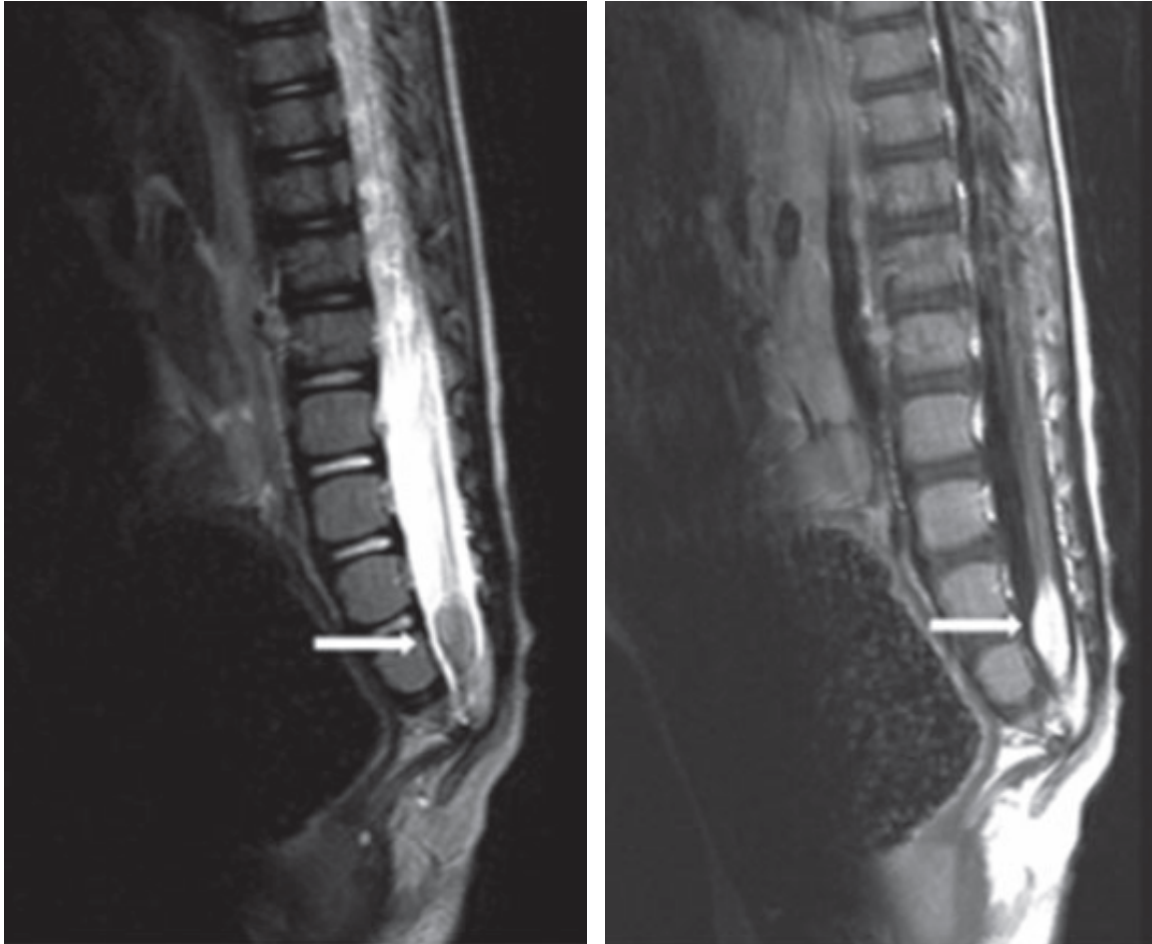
IRM médullaire : Coupe sagittale en T1 (à droite) et T2 (à gauche) montrant un lipome intra-spinal (flèches) à la hauteur de L5-S1. La moelle attachée au-dessus du lipome.
